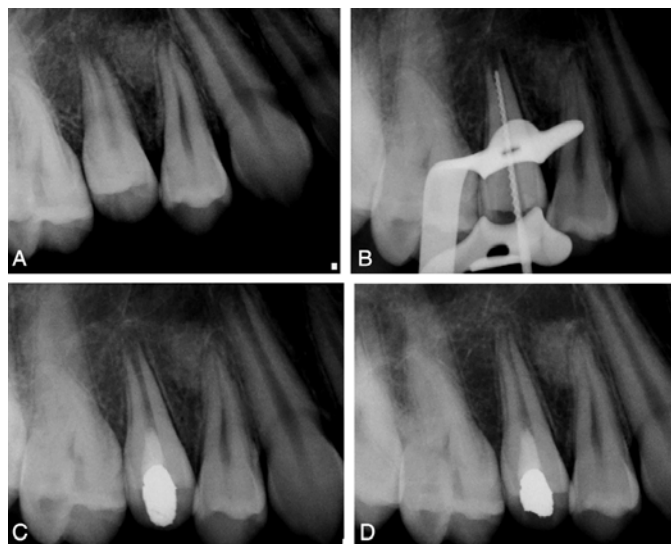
A) Radiografía preoperatoria revela la presencia de una raíz inmadura y un ápice abierto en el segundo premolar. (B) Determinación de la longitud de la raíz. (C) El diente es doblemente sellado con Cavit y amalgama. (D) El examen radiográfico del paciente 5 1 / 2 meses después, muestra la resolución de la lesión periapical, desarrollo de la raíz y cierre apical. Imagen tomada de: Torabinejad M, Turman M. *Revitalization of Tooth with Necrotic Pulp and Open Apex by Using Platelet-rich Plasma: A case report.* J Endod 2011; 37: 265-268
